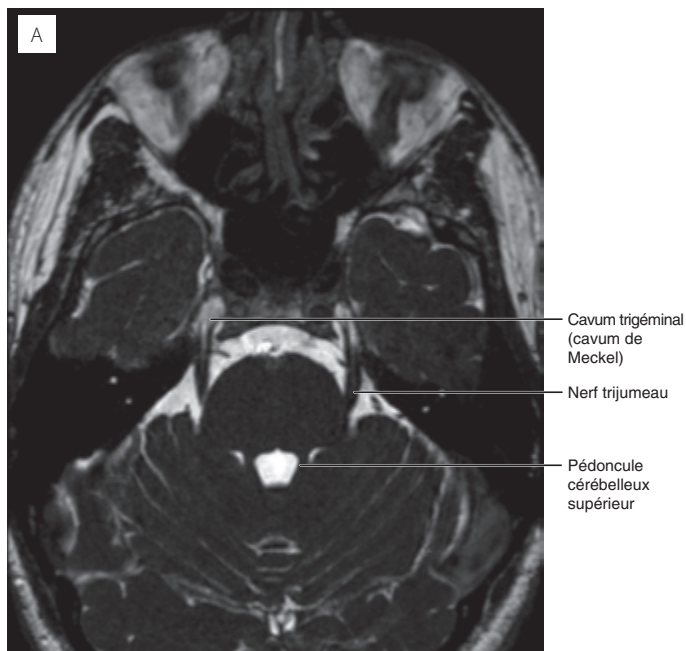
IRM, coupe transversale, pondération T2 (A) ; coupe frontale, pondération T2 (B). Le nerf trijumeau (NC V).
